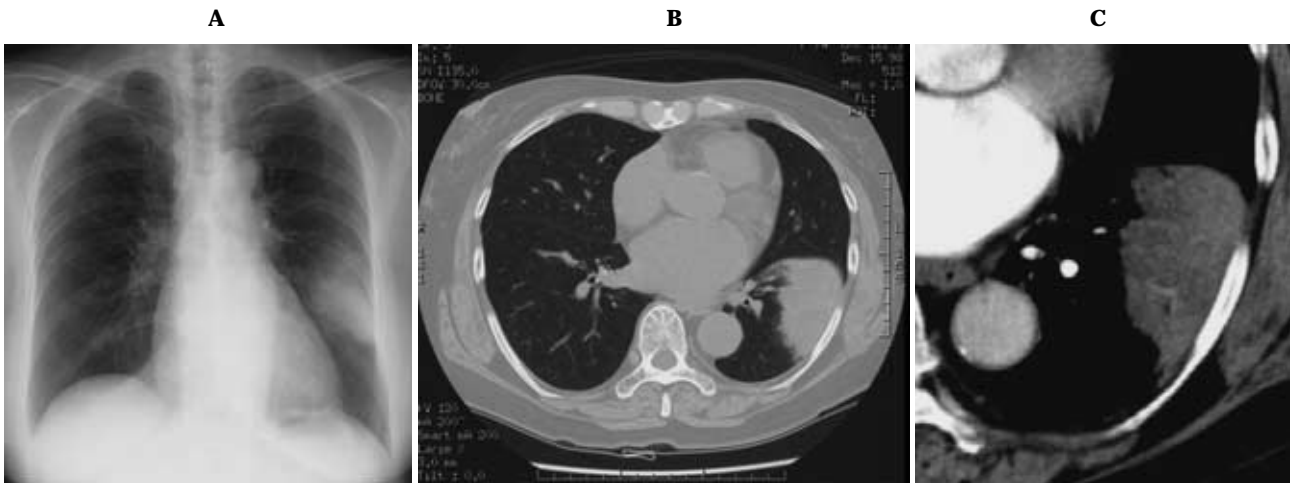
Bronchiolo-alveolar carcinoma, mucinous type: CR (A) shows consolidation in the left lower lung. On CT (B, C) a well-circumscribed consolidation is seen in the left lower lobe with CT angiogram sign.
